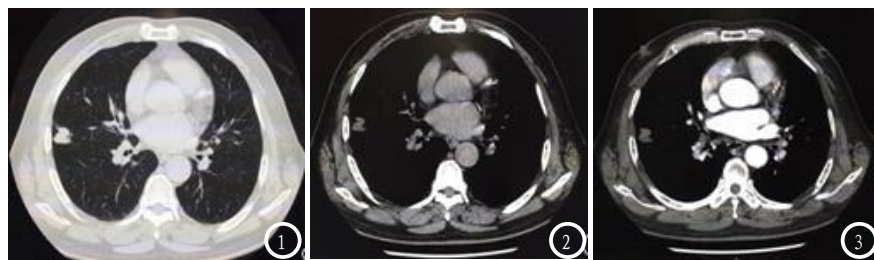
为周围型肺癌患者平扫肺窗，图2-3 为增强纵膈窗，双肺可见下叶少许的索条状影，右肺中叶外侧段胸膜下见一不规则结节影，边缘可见毛刺，大小约为16×17MM，CT值约11~38HU，邻近胸膜轻度粘连增厚，增强扫描病灶轻、中度不均匀强化，CT值约为45~80Hu。
